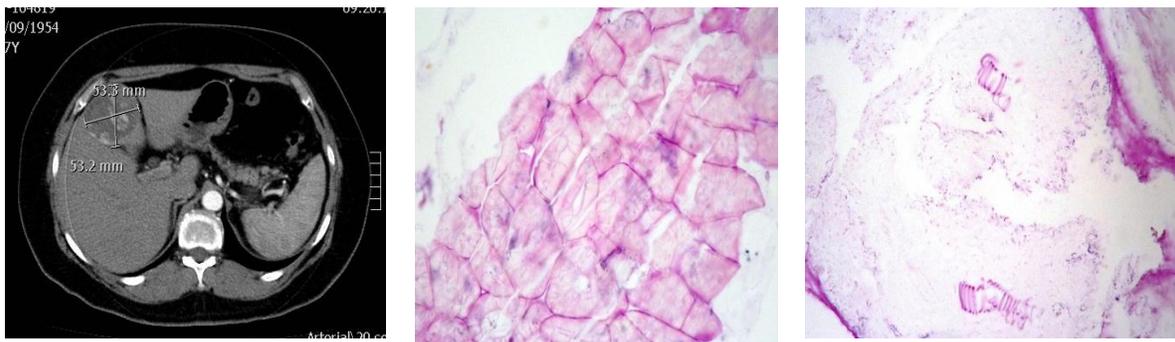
TAC con lesión ocupante de espacio de bordes bien definidos redondeada de densidad heterogénea hipo-hiperdensa que no refuerza con el medio de contraste. Tinción con HE: Corte transversal de los ganchos del *E. Granularis* y al lado los ganchos vistos de forma longitudinal.
